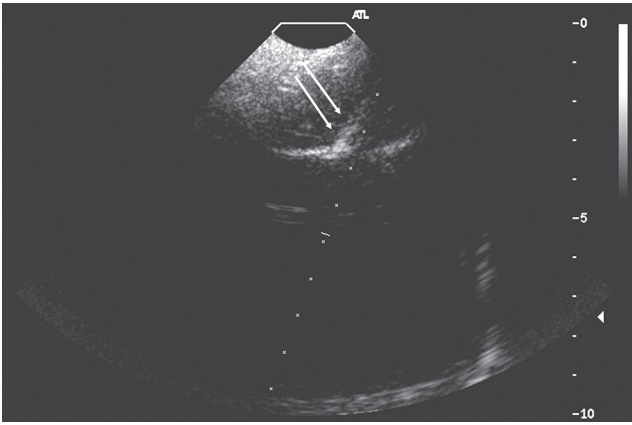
Ecografía de la lesión occipital derecha en el momento de la biopsia donde se identifica la masa de partes blandas hipocóica que corresponde a la lesión osteolítica y se aprecia la imagen de la aguja de biopsia en el interior de la lesión (flechas).
